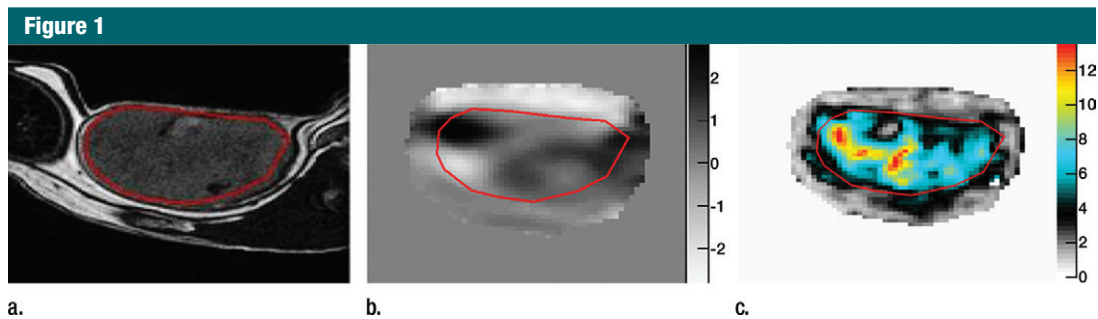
Ectopic tumor (red region of interest [ROI]). (a) T2-weighted image depicts the anatomy (2454/54 [effective]), (b) unwrapped phase image of the MR elastography acquisition shows wave propagation at 1000 Hz in the tumor (size on bar at right is in micrometers), and (c) map of $|G^*|$ (in kilopascals) depicts the mechanical properties.
